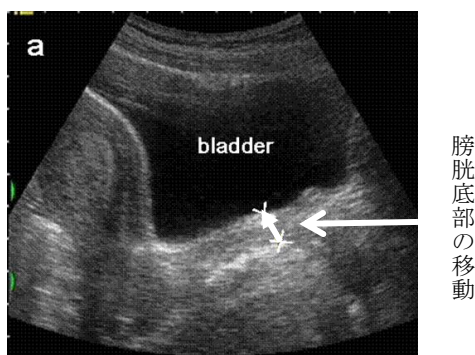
経腹エコーによる骨盤底筋の収縮 (膀胱底部の移動)
